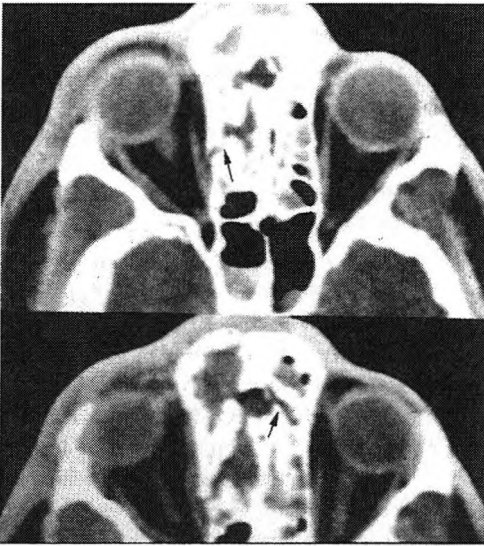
Fractura de la base craneal anterior (flechas) en una TAC craneal, que comprende la porción fronto- etmoidal, observándose la ocupación de los senos etmoidales.
